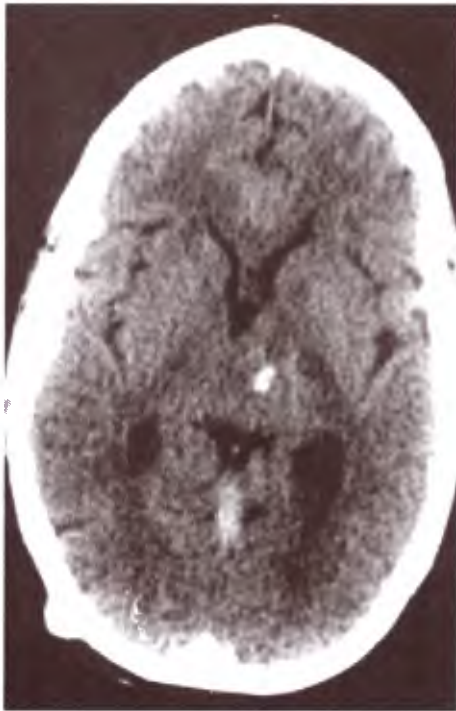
TAC de cerebro. Se observa pequeño sangrado intratumoral.
